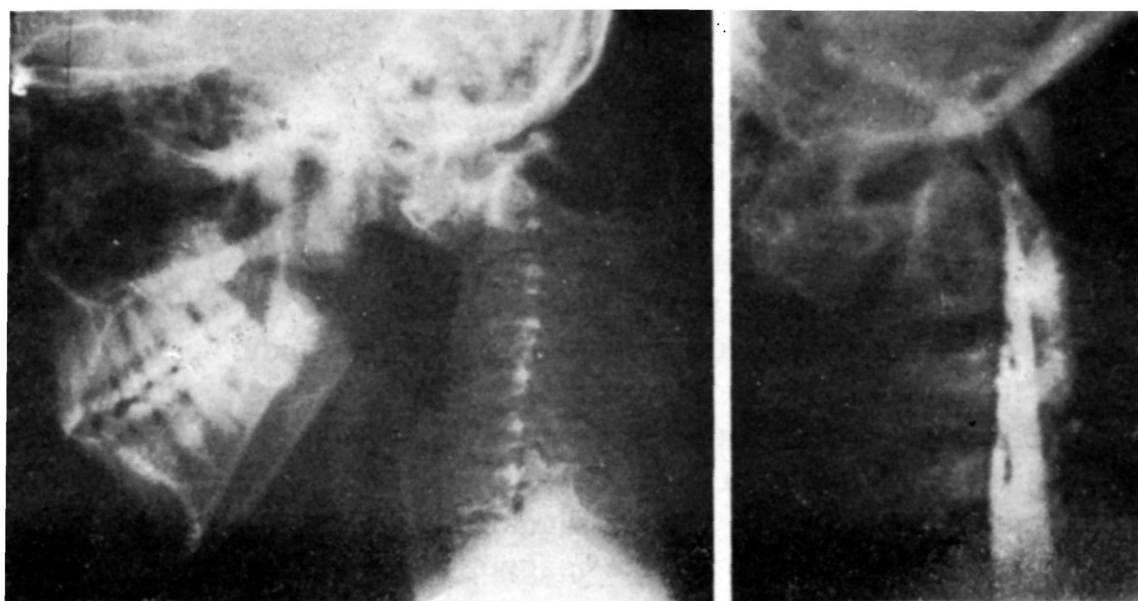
Caso D.A.S.: à esquerda, radiografia da junção crânio-cervical mostrando sub-luxação C1-C2; à mielografia cervical mostrando afilamento da coluna de contraste na região da sub-luxação.
